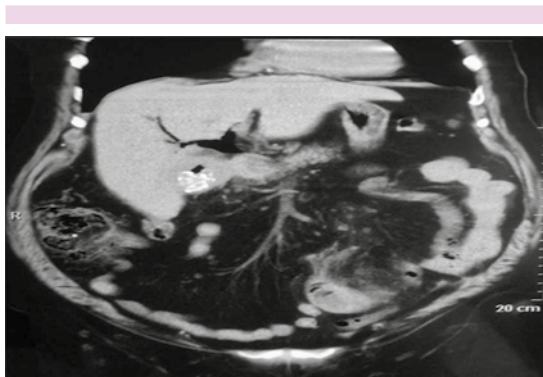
Corte coronal de tomografía de abdomen: vesícula escleroatrófica además de aire vía biliar.
